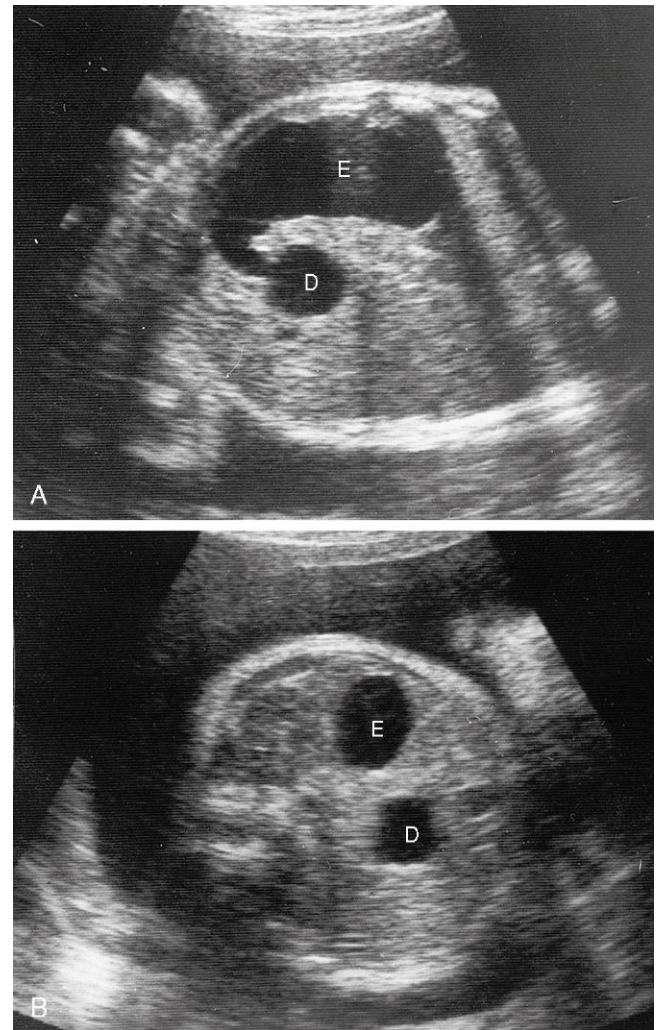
Ecografía efectuada a un feto de 33 semanas en la que se muestra atresia duodenal. A, Proyección oblicua con demostración del estómago (E) dilatado y relleno de líquido que se continúa con el duodeno proximal (D), que también está aumentado de calibre debido a la atresia (bloqueo) distal a éste. B, Proyección transversal con ilustración del aspecto característico en «doble burbuja» del estómago y el duodeno en los casos de atresia duodenal. (Por cortesía del doctor Lyndon M. Hill, Magee-Women's Hospital, Pittsburgh, PA.)
